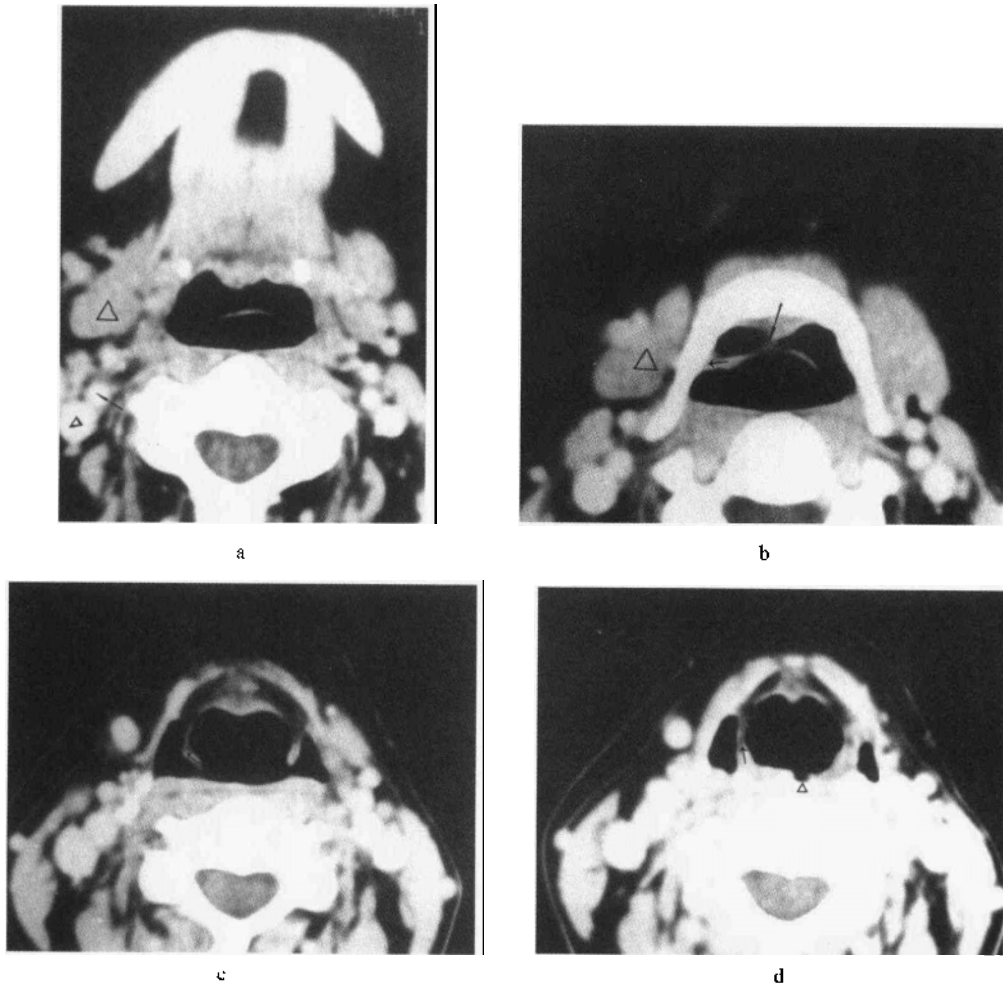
~d 颈部横断面增强扫描 CT 图(喉部正常横断面解剖)
